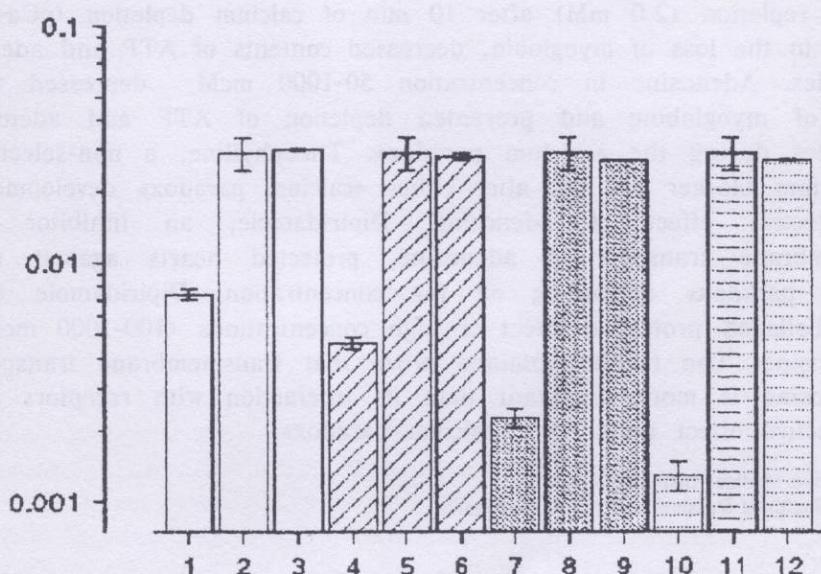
Влияние дипиридамола (0,5 мкмоль/л), аденоцина или их совместного применения на выход миоглобина из сердца при «кальциевом парадоксе» за 5 мин реперфузии: 1, 3 - 100 мкмоль/л аденоцина; 4, 6 - 250 мкмоль/л аденоцина; 7, 9 - 500 мкмоль/л аденоцина; 10, 12 - 1 мкмоль/л аденоцина; 2, 5, 8, 11 - дипиридамол; 3, 6, 9, 12 - аденоцин в соответствующей концентрации и дипиридамол.
